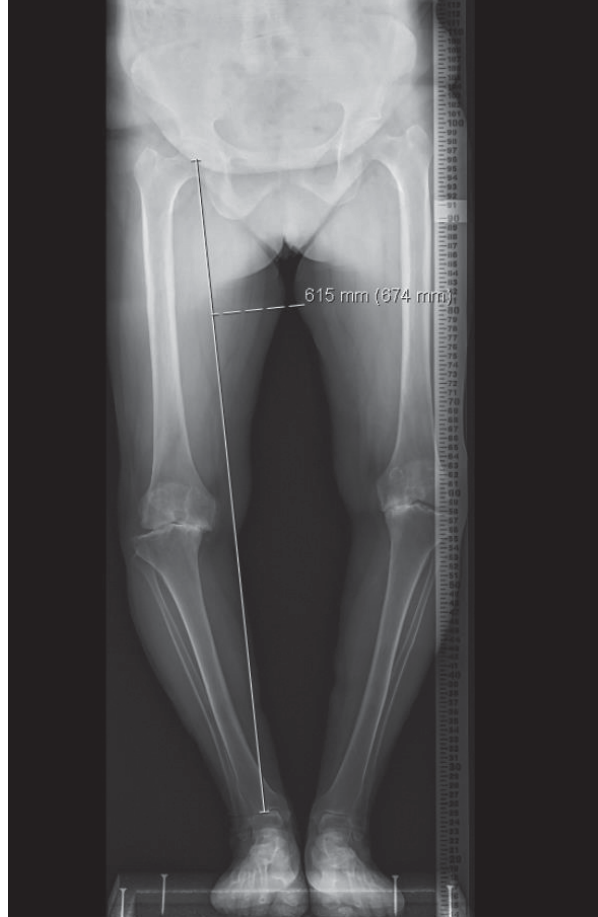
ileri varus dizilimin X-Ray AP grafisi.
